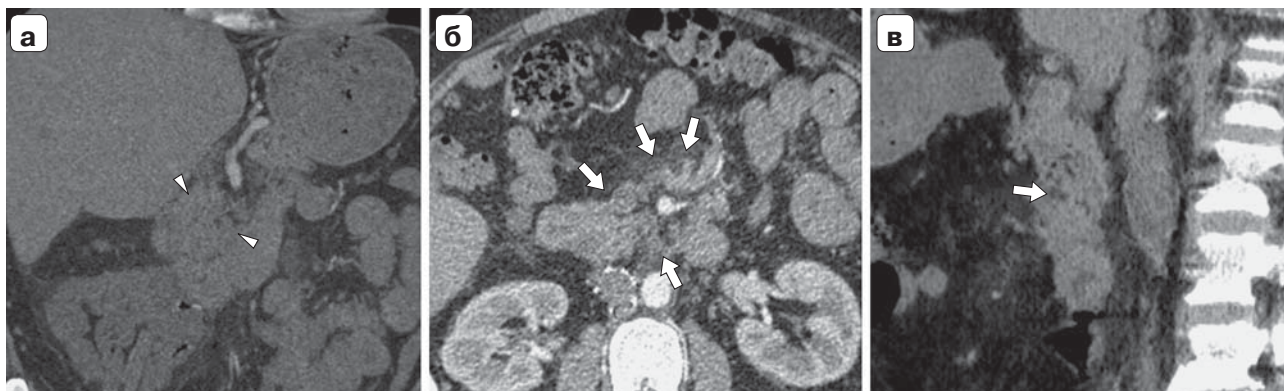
Компьютерная томограмма. Косвенные признаки артериовенозной мальформации ДПК: а — локальное увеличение размеров ДПК; б — варикозно расширенные вены вокруг ветвей верхней брыжеечной артерии; в — сагиттальная проекция, тромбированные вены в стенке ДПК.
